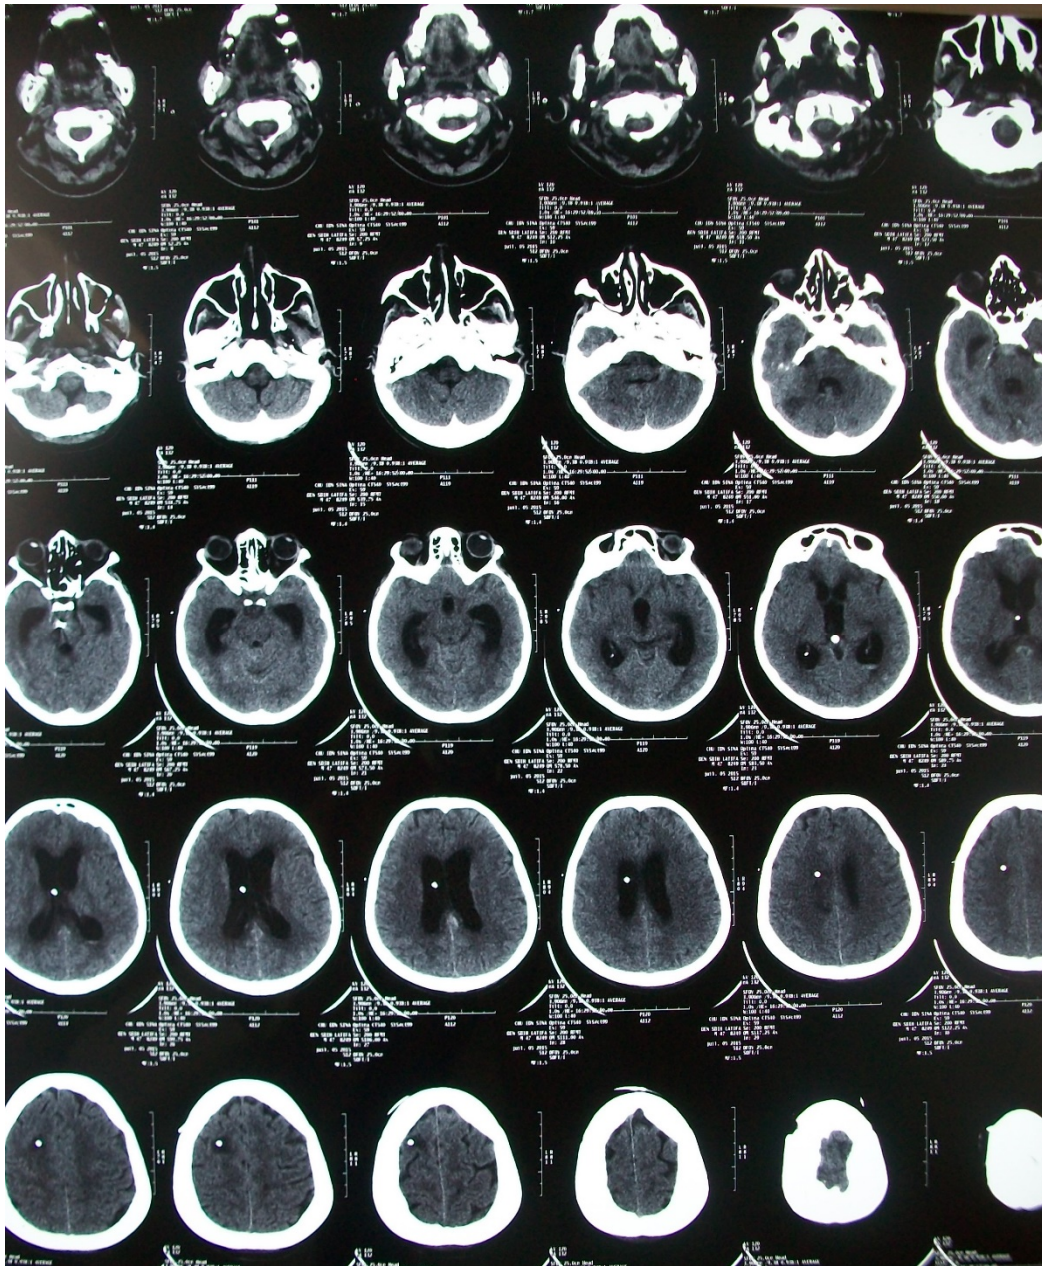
TDM cérébrale de contrôle de la DVP.
